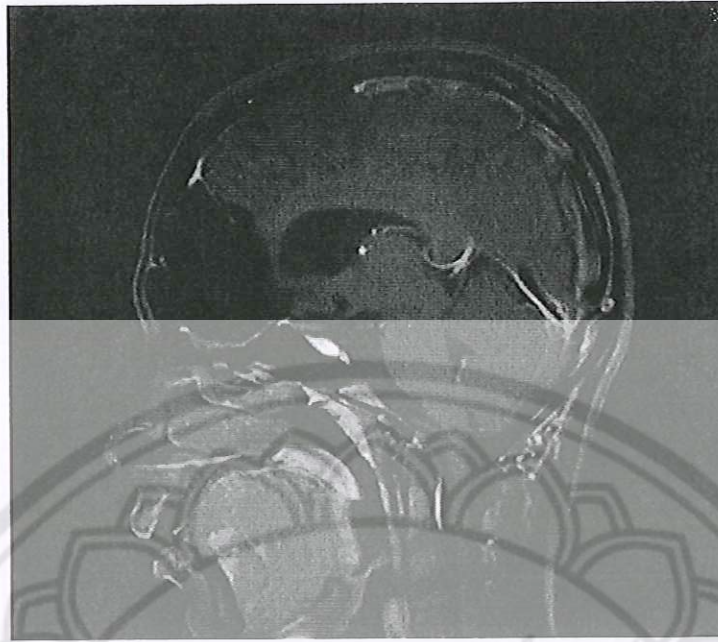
At one year of follow up MRI shows no recurrent tumor but a right frontal subdural hygroma developed.
